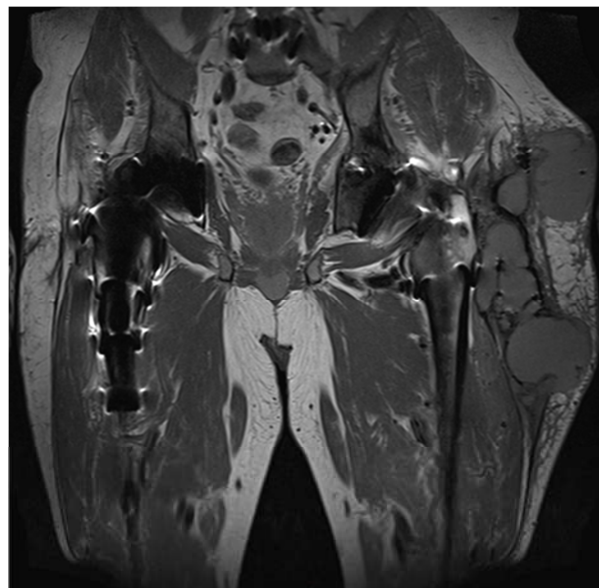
Resonancia magnética (corte coronal) en la que se evidencian dos colecciones vs. masas inflamatorias en la cara lateral del muslo izquierdo.
